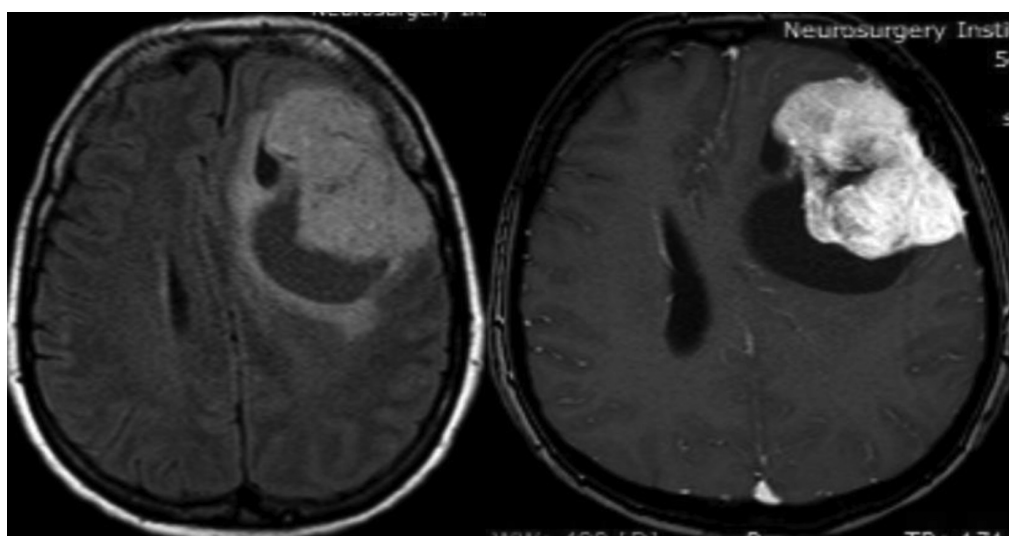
КМГМ. МРТ. T_2 ВИ без и с контрастированием.
